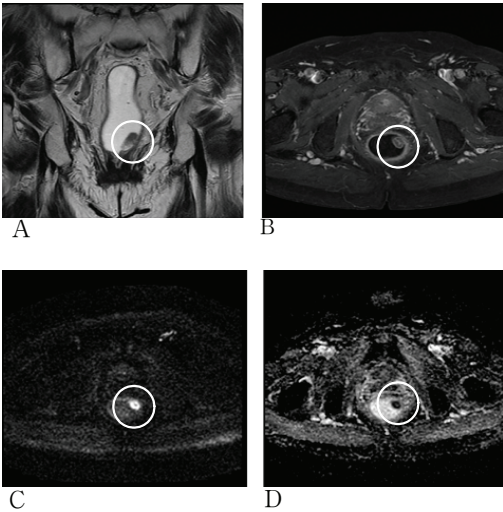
50-year-old man with rectal cancer in the button third of the rectum after ultrasound transmission gel(100ml) injection. A. TSE T2 weighted image shows the thickening in rectal wall, B. Postcontrast MR images with T1 fat saturation technique. C, D DWI and ADC images with b-value 1000 s/mm². This images are revealed that the tumor is clearly demonstrated hyperintensely in the surrounding structure, especially rectal wall is high. C. DWI image was depicted hyperintensely with ultrasound transmission gel (100ml) in the axial planes. D. On the ADC image, tumor hyperintensed all cases.
